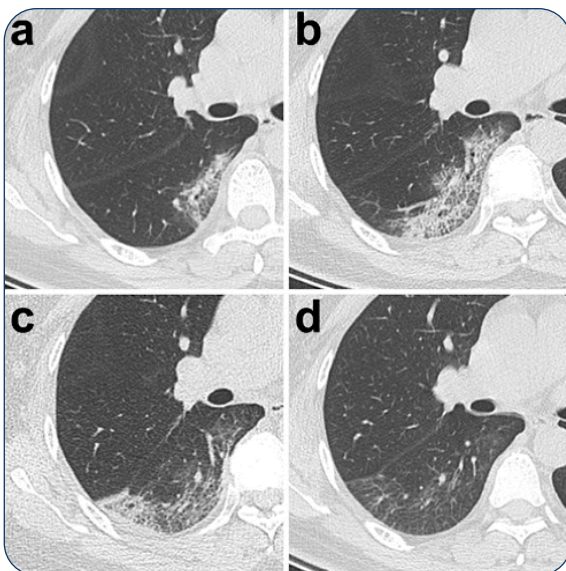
Évolution temporelle des signes radiologiques du COVID-19 au CT-Scanner. Opacités en verre dépoli (a), extension des opacités et aspects hétérogènes avec plages de consolidation (b), consolidation en régression (c), épaississement fibreux parenchymateux cicatriciel (d). (Adapté de Shi, Lancet Inf Dis, 2020).
